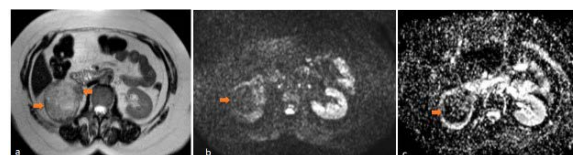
A 62-year-old male patient. Solid mass (clear cell subtype) containing 55 x 70 mm cystic areas (blue arrow) in the right kidney middle zone a) A hypointense heterogeneous mass containing cystic necrotic areas in T2-WI b) DWI restriction in solid components of the mass c) Mass solid component ADC value in ADC map $2,306 \times 10^{-3}$ mm²/s, normal kidney parenchyma ADC value is measured as $3,188 \times 10^{-3}$ mm²/s.
